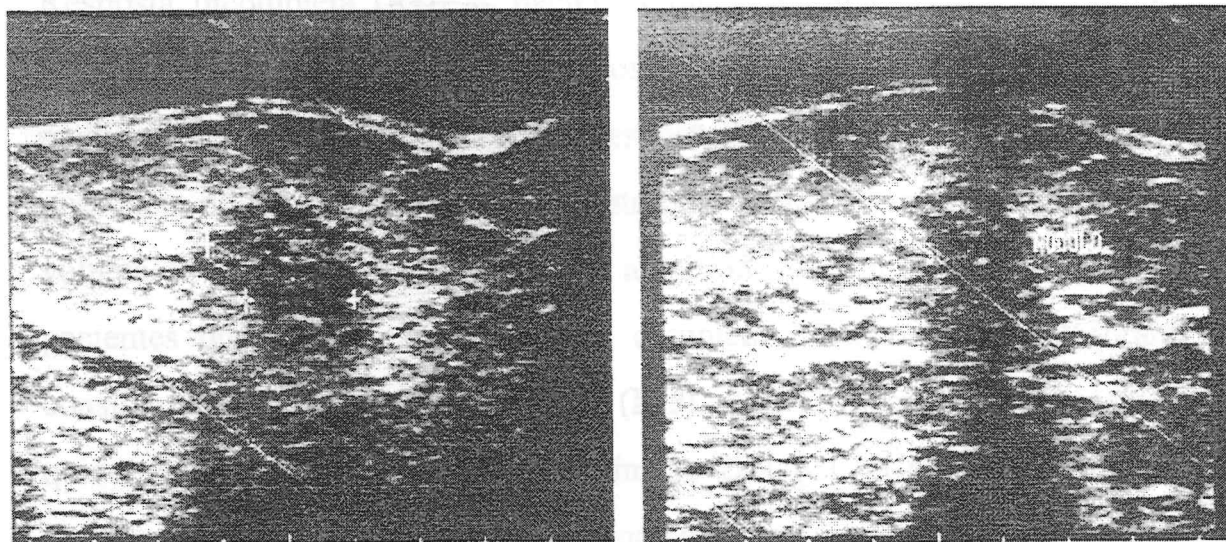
Ultra-sonografia pré e pós-quimioterapia, respectivamente (Protocolo n° 7), Resposta objetiva de 90,63%.
